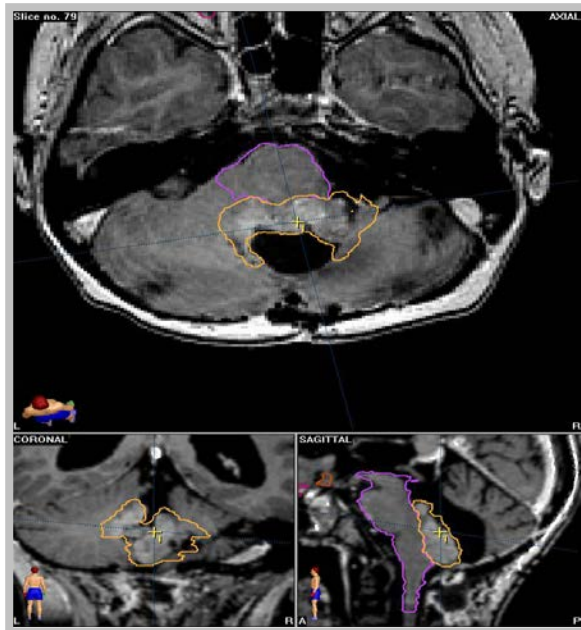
МРТ с контрастным усилением в режиме 3DSPGR: тонкие срезы T1 с высокой разрешающей способностью, с возможностью 3D-реконструкции
